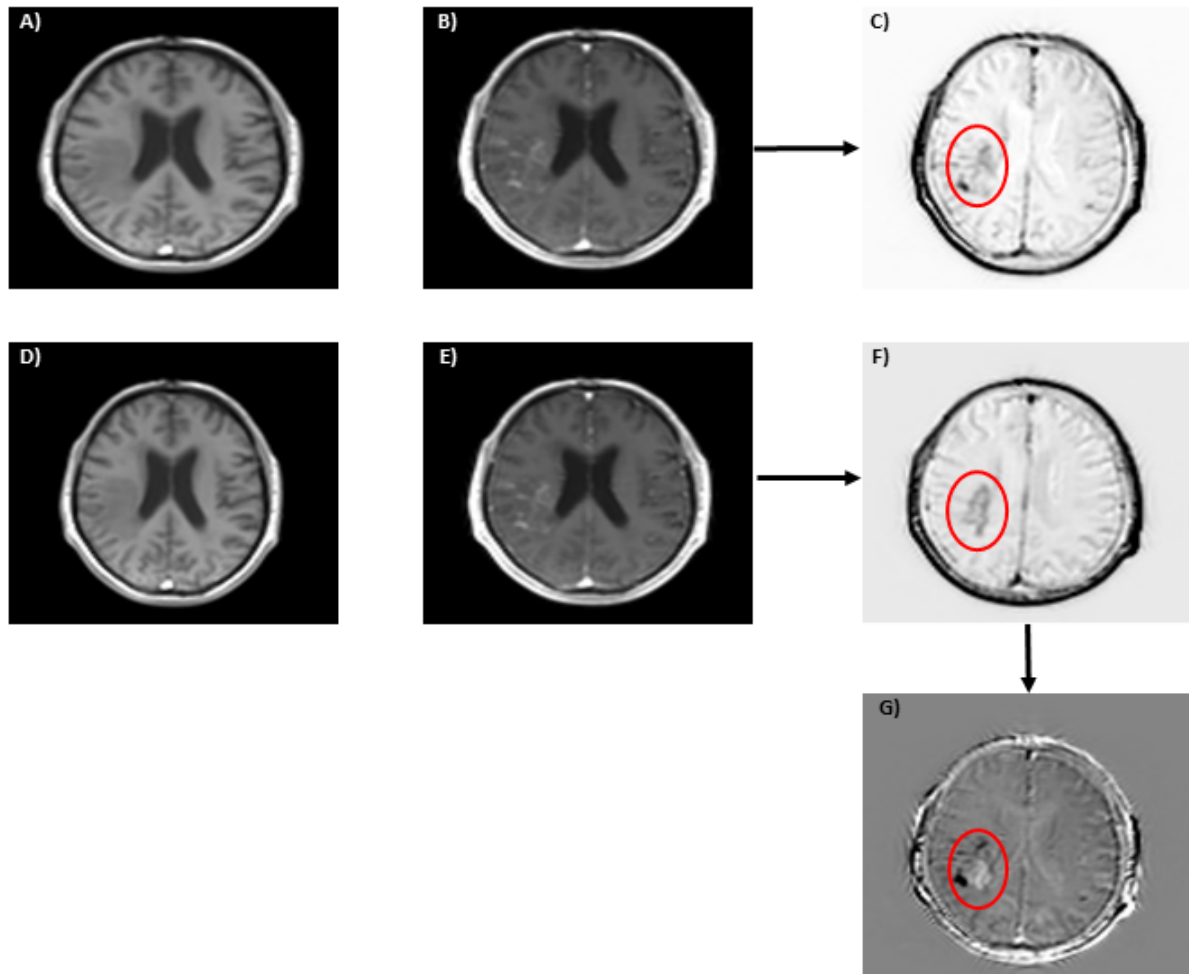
T1-gewichtete MRT-Sequenzen – Progrediente BBBP
